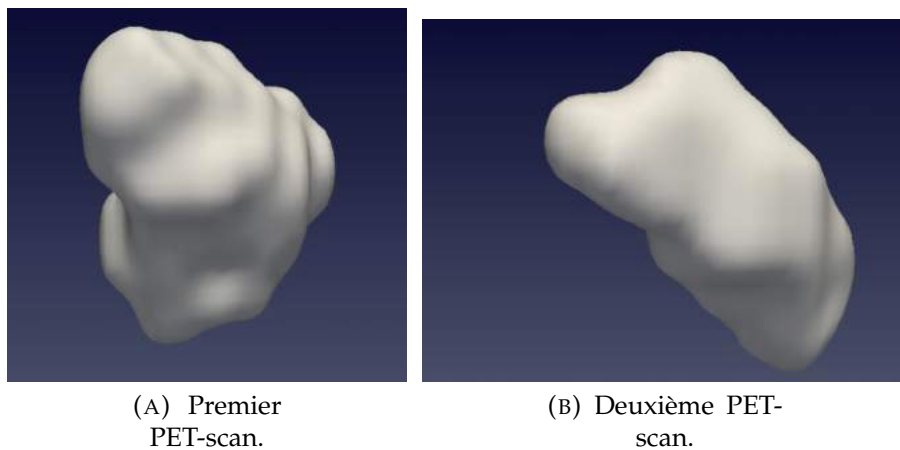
Les deux premiers PET-scan du premier cas clinique.
